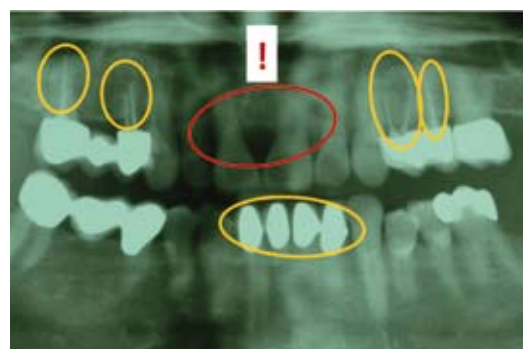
Suspekte Befunde im Röntgenbild.
